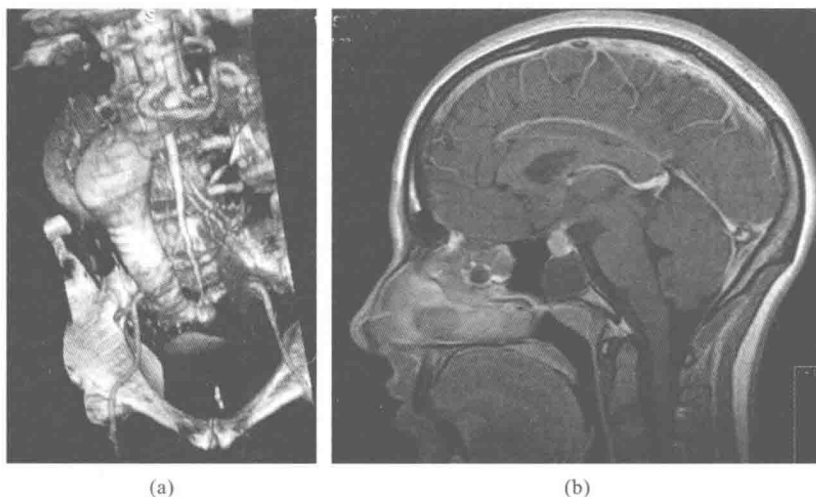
三维 CT(a)与 MRI(b)图像
